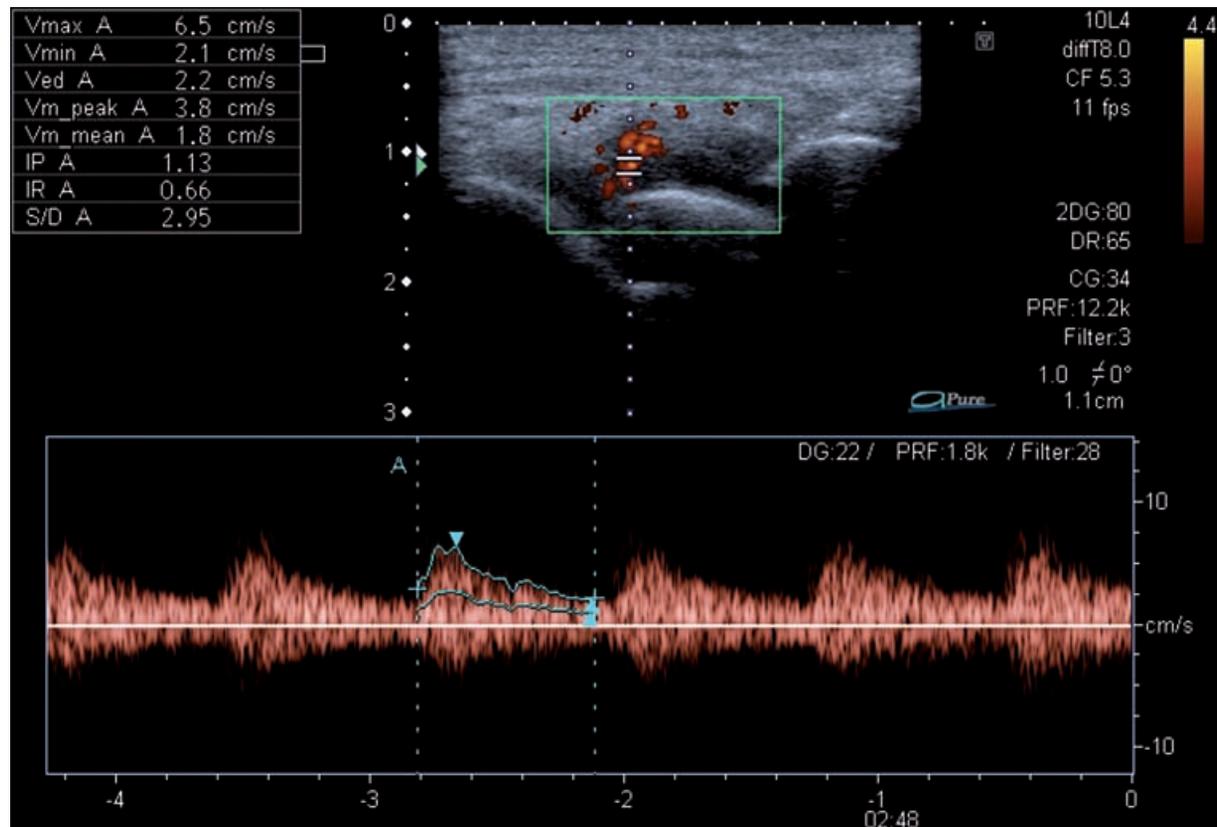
Analyse du flux Doppler spectral (notez la persistance de flux en diastole des lésions inflammatoires). L'index de résistance calculé automatiquement.
